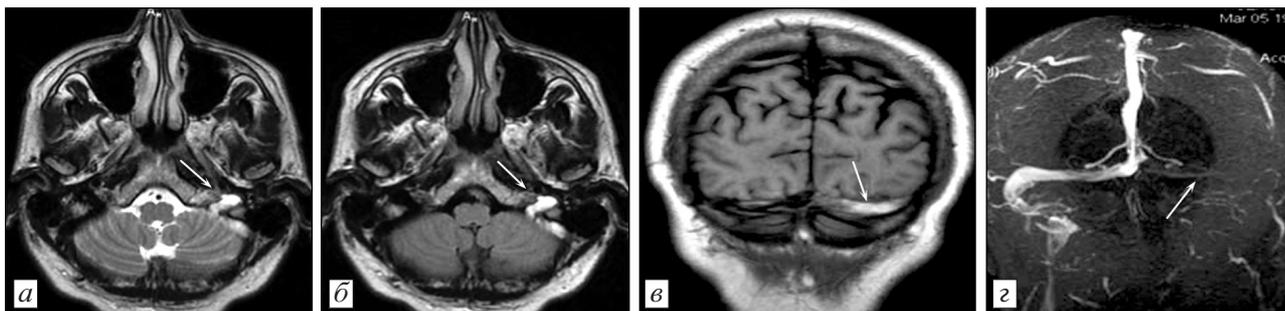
МРТ головного мозга пациента К., 47 лет.
